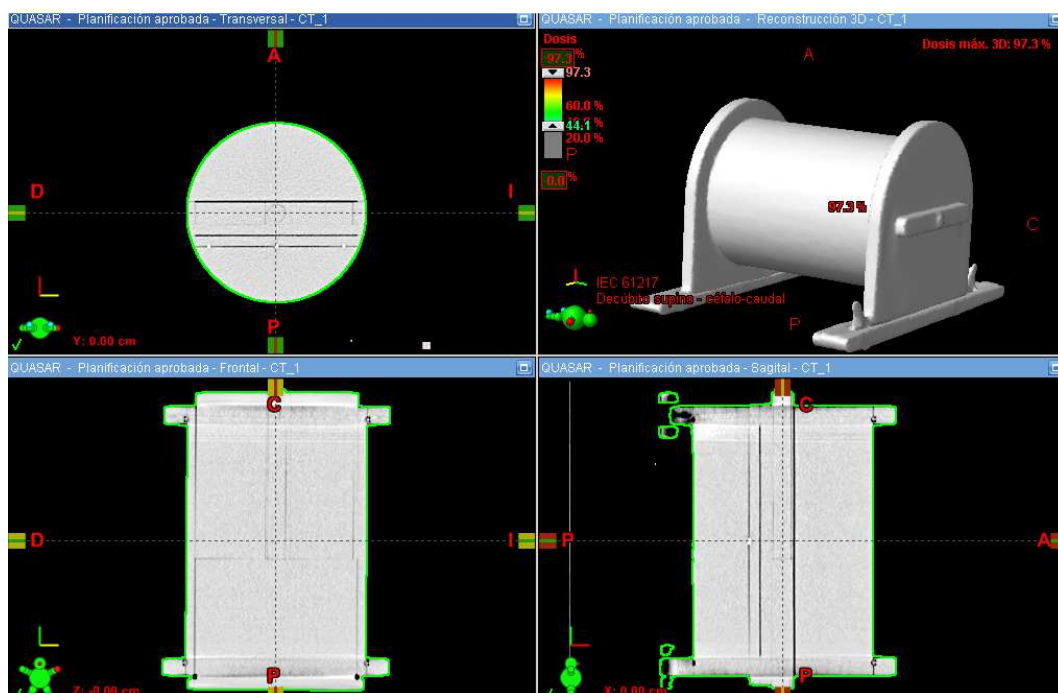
Imágenes de TC del maniquí Quasar® (Modus Medical Devices, London, Canadá).
